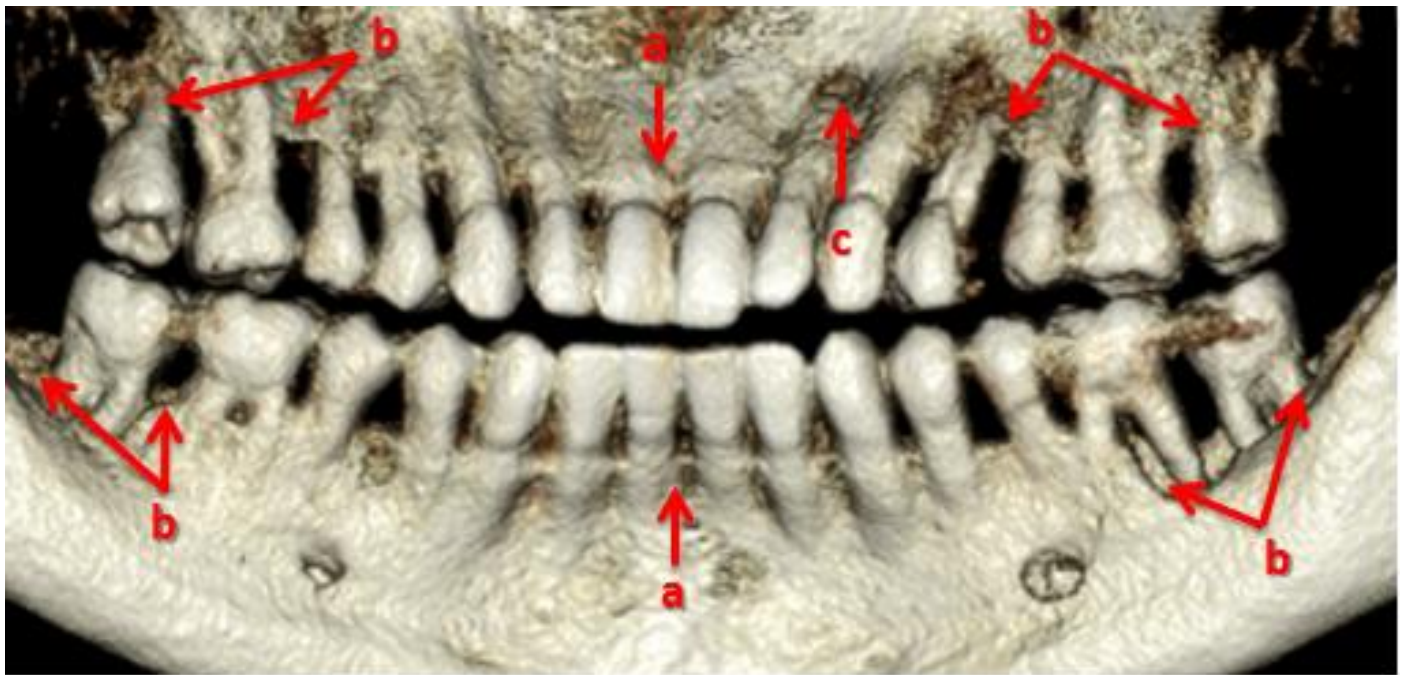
Tomografía computarizada. Se observa pérdida ósea horizontal maxilar y mandibular (a), donde además se observan defectos intraóseos de 1 y 2 paredes en los dientes 17, 16, 15, 24, 25, 26, 37, 36, 46 y 47 (b). Se presenta también tracto sinuoso a nivel apical del diente 22 con perforación de la tabla ósea vestibular exponiendo aproximadamente 2mm del ápice (c).
